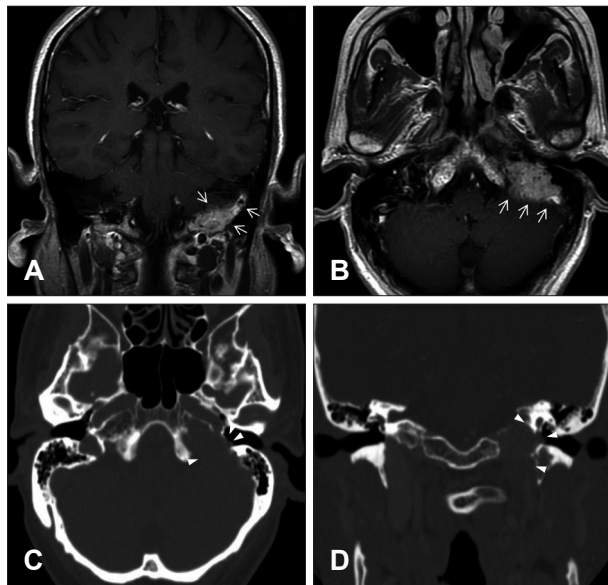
Type C axial (A) and coronal (B) contrast-enhanced T1-weighted images of glomus jugulare tumor (Case 2) show an extensive mass of heterogeneous, low and intermediate signal (salt and pepper appearance, arrows) arising from left jugular foramen and extending into left mastoid cavity. Temporal bone axial (C) and coronal (D) CT images demonstrate an irregularly destructive bony lesion (arrowheads) around the jugular fossa and the the tympanic cavity.
